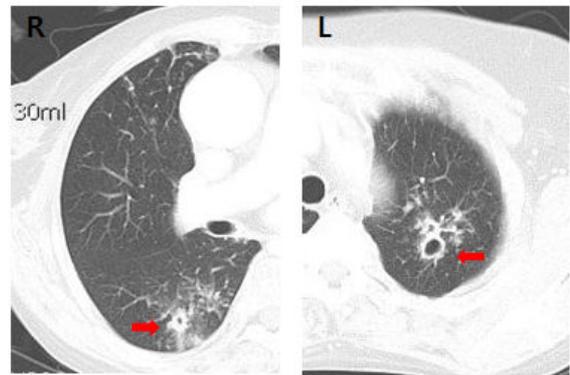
CT finding revealed ill-defined nodularity and small cavitations in the left apex and right middle and lower lobe.
